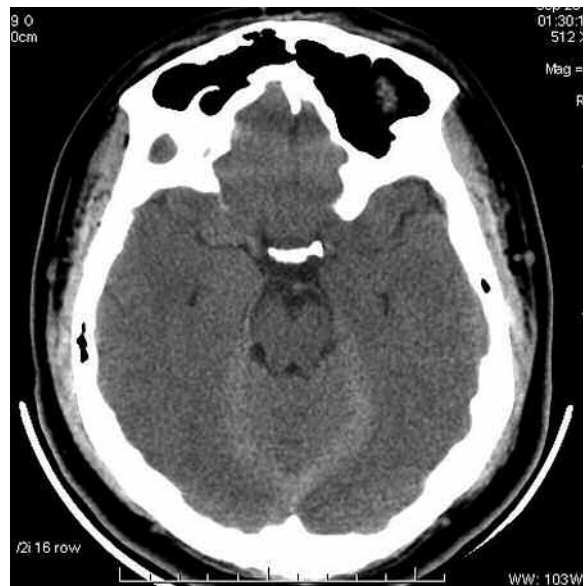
TC en corte axial previo a la inyección de contraste que muestra las cisternas silvianas sin evidencia de sangre.
